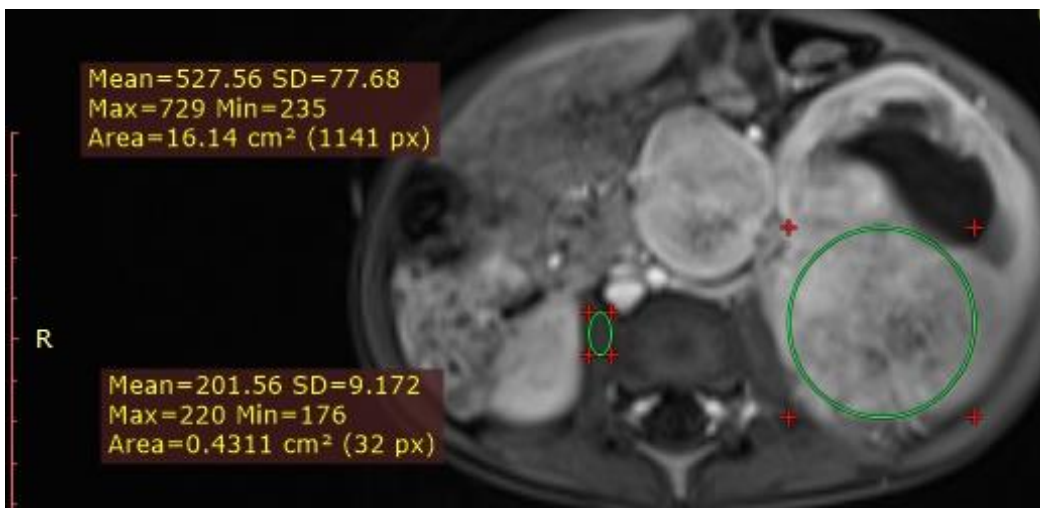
МРТ режим T1 ВИ поственозная фаза
